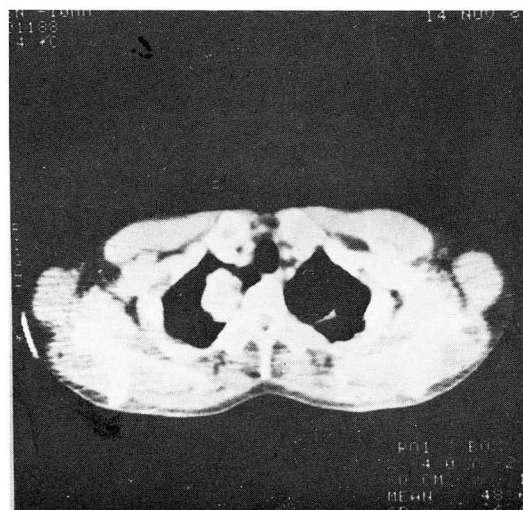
54 years old male with bronchogenic carcinoma. CT shows a peripheral lung mass in right upper lung with lobulated margin. Incidentally the tuberculous lesion is noted in left upper lung.
